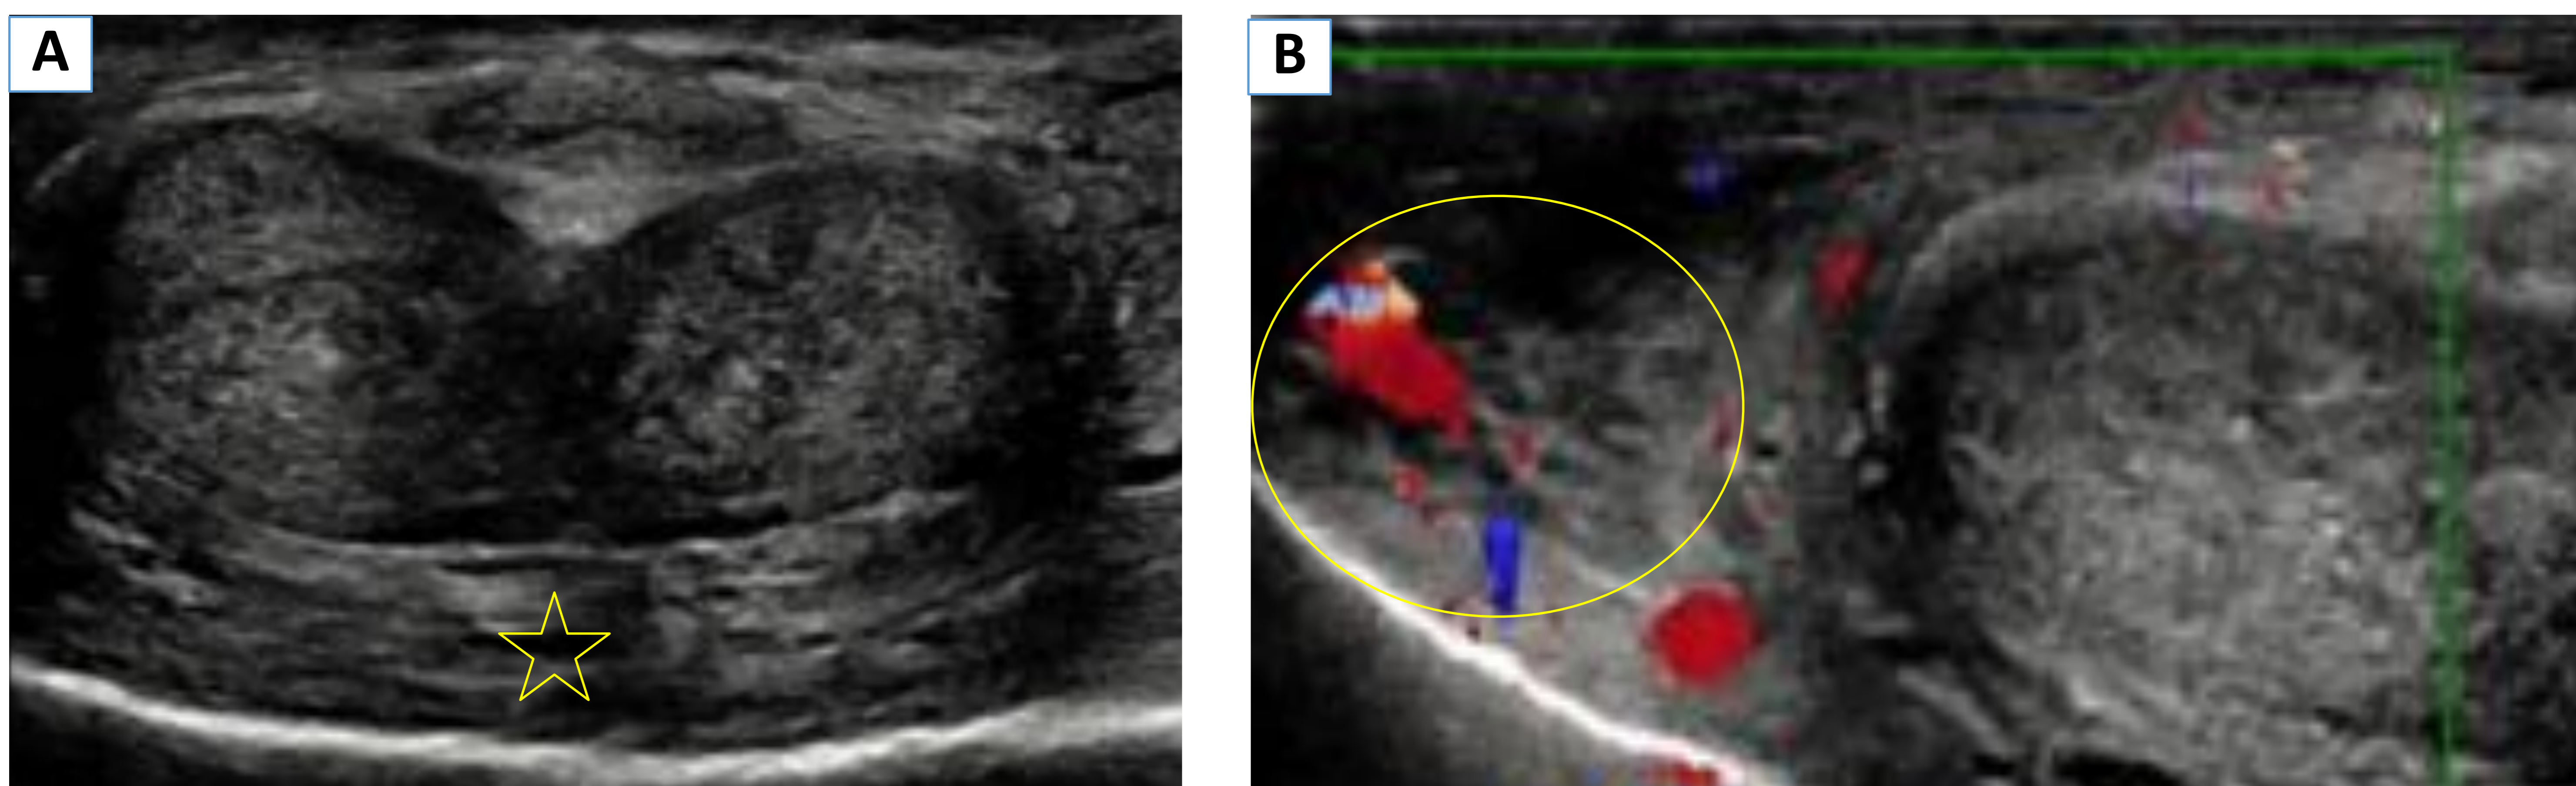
Varón de 60 años que acude al servicio de Urgencias por hinchazón y rubor en la piel del pene de 2 días de evolución y que asocia distermia y febrícula en las últimas horas. Niega antecedente traumático. Ecografía modo B (A) y con Doppler Color (B). Engrosamiento de la piel y del tejido celular subcutáneo (☆) con aumento de la señal Doppler en dicha localización (O) en relación con cambios inflamatorios – infecciosos.
